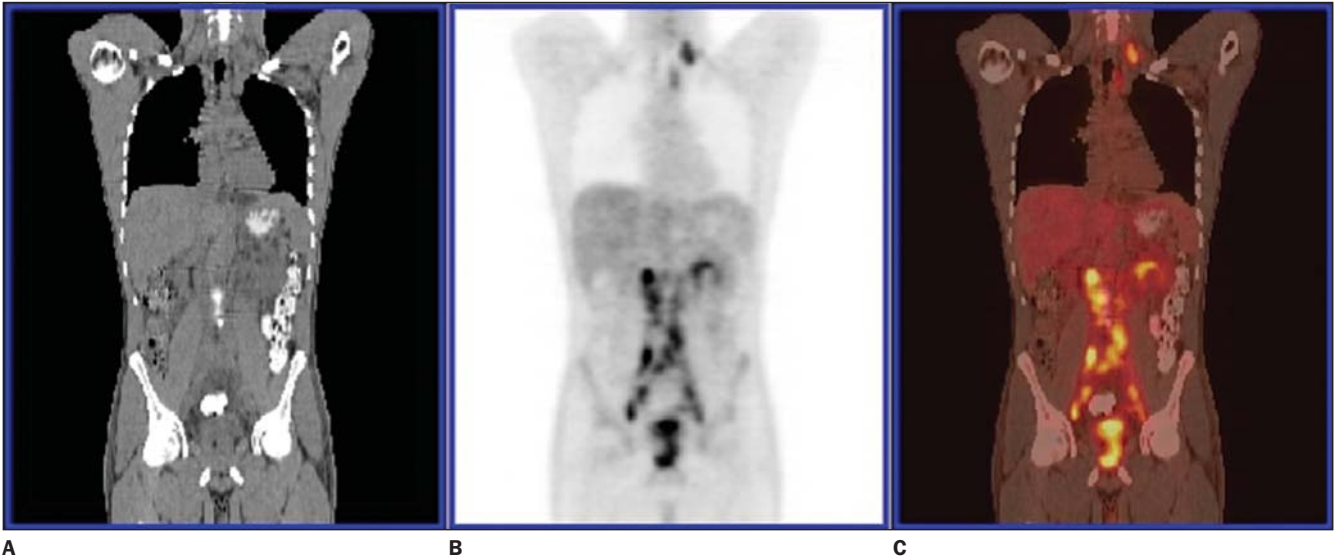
PET/CT. Múltiplos linfonodos metastáticos retroperitoneais e supraclavicular esquerdo.
